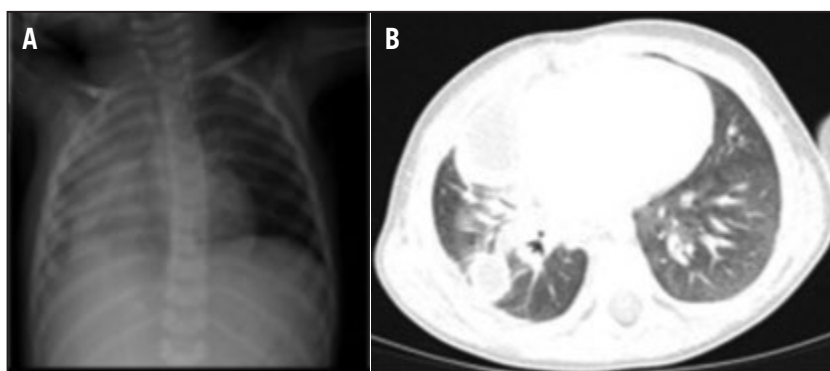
A: Radiografia de tòrax amb augment de densitat difusa del parènquima pulmonar dret amb vessament pleural dret. B: Tomografia computada pulmonar amb col·lapse parcial del pulmó dret amb zones pneumatitzades i vessament pleural dret.
